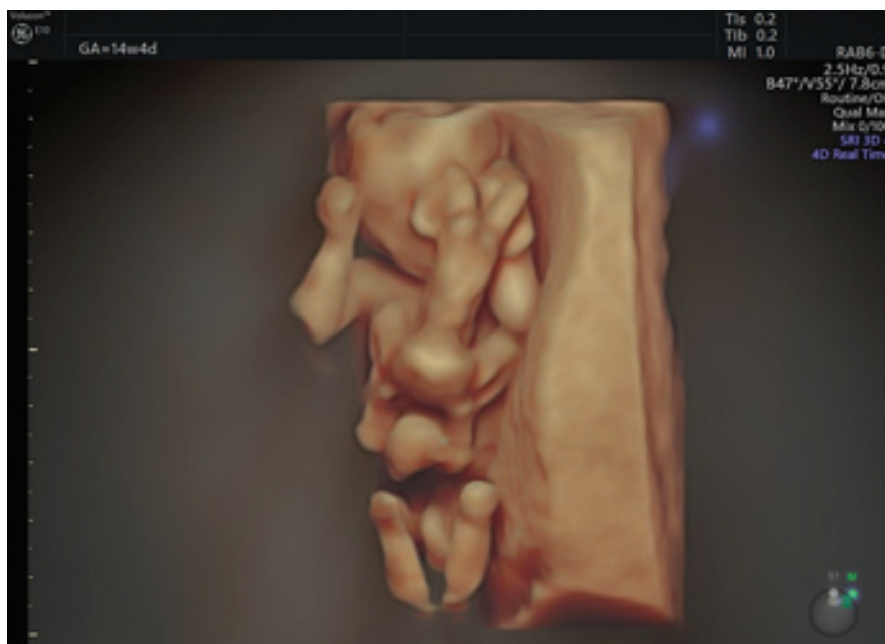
High-definition three-dimensional ultrasound image at 14th weeks of gestation showing parasitic conjoined twins (omphalopagus), with the extrafetal body (parasite) attached above the umbilical cord insertion, displaying an omphalocele of the autosite.
